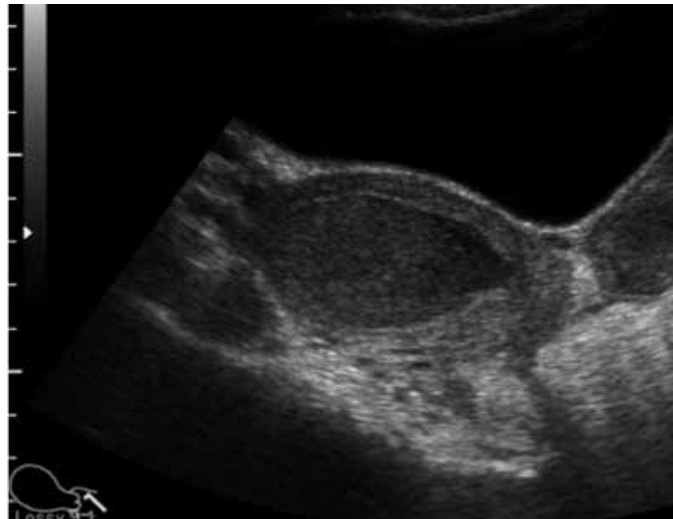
Ultrassonografia 2D, aquisição axial oblíqua, hematometra evidenciado no corpo uterino à direita.
